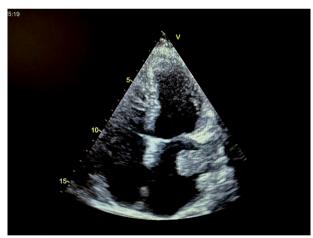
Тромбоз ушка левого предсердия, выявленный при трансторакальном эхокардиографическом исследовании (стрелка)
